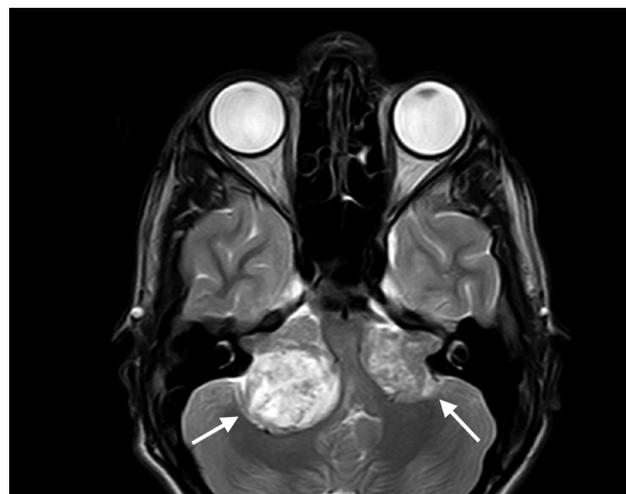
Schwannomas vestibulares (señalados por flechas) en la RM de un paciente afecto de neurofibromatosis tipo 2.
